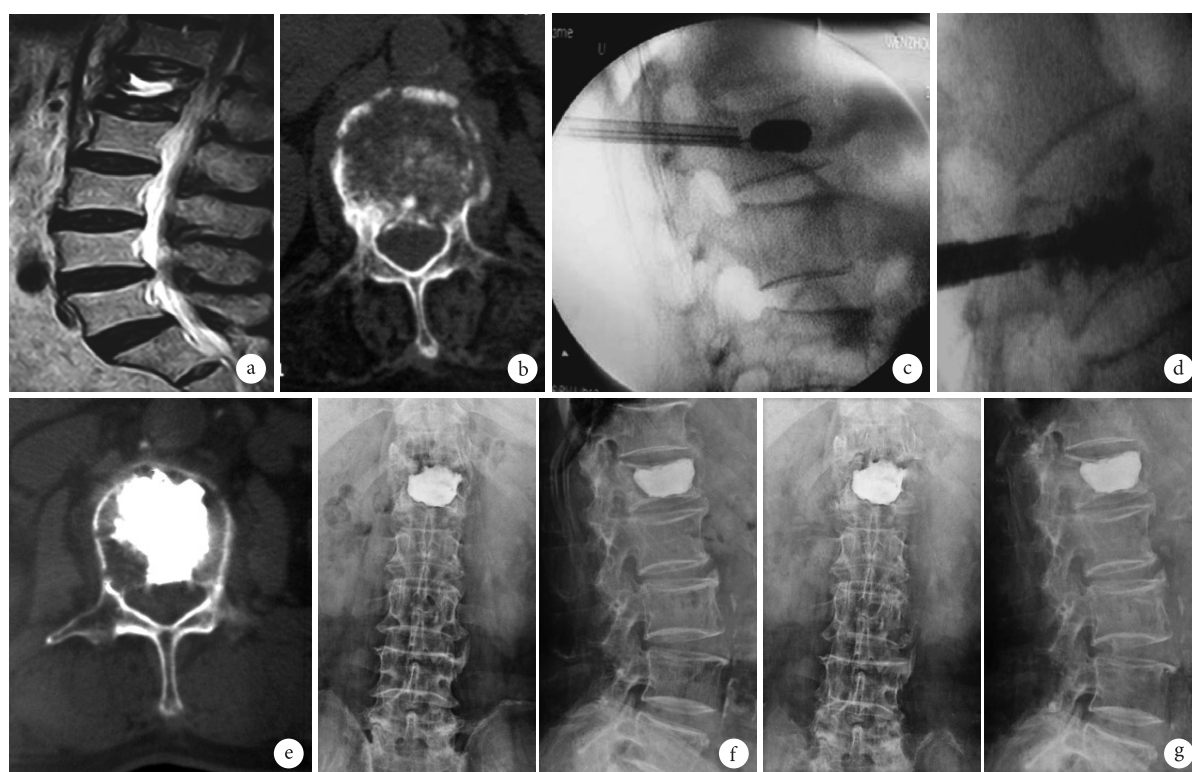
试验组患者, 女, 72 岁, 跌倒致后壁破裂型骨质疏松性 L₁ 椎体骨折 a. 术前 MRI 示 L₁ 椎体新发压缩性骨折; b. 术前 CT 示椎体后壁破裂; c. 术中体位和球囊扩张复位椎体; d. 术中骨水泥灌注过程可见骨水泥向椎体后缘弥散; e、f. 术后 3 d CT 和正侧位 X 线片示骨水泥弥散满意, 无向椎管内渗漏; g. 术后 6 个月正侧位 X 线片
